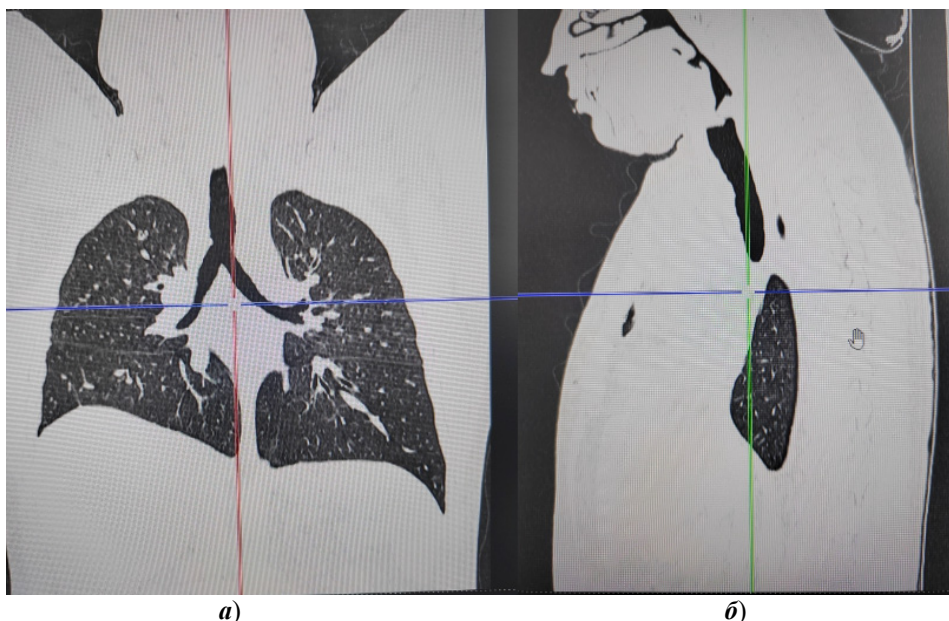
Спиральная компьютерная томография от 13.09.2023 органов грудной клетки в прямой (а) и боковой проекциях (б)
